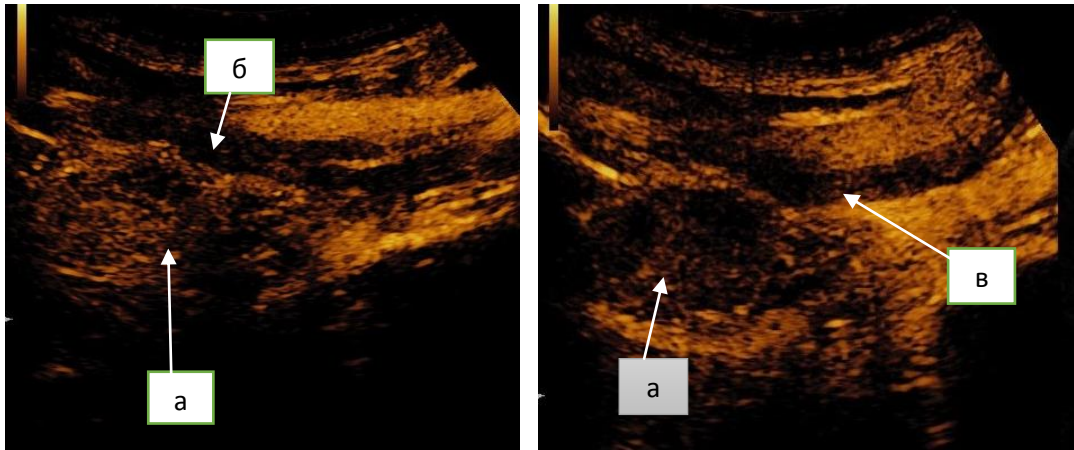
Ультразвуковая томограмма опухолевого конгломерата в области бифуркации общих подвздошных сосудов у пациентки с диагнозом РШМ 3 месяца после сочетанной лучевой терапии: а) опухолевый конгломерат; б) наружные подвздошные сосуды; в) область бифуркации общих подвздошных сосудов.
